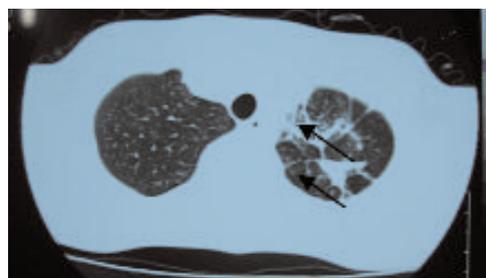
TDM cervicothoracique (coupes axiales) : aspect évocateur de tuberculose pulmonaire au niveau de l'apex pulmonaire gauche
